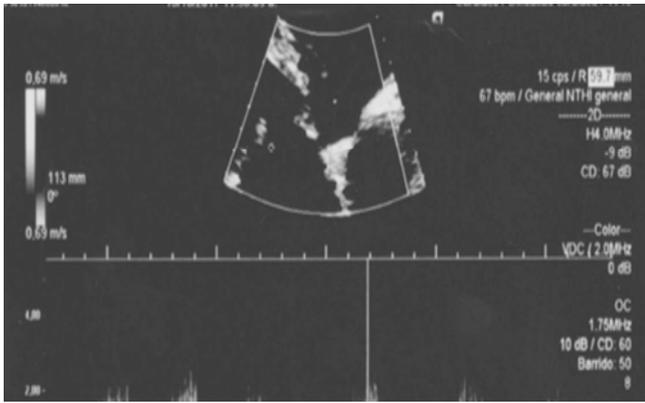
Ecocardiograma transtorácico. Fuente: Resultados del estudio.
